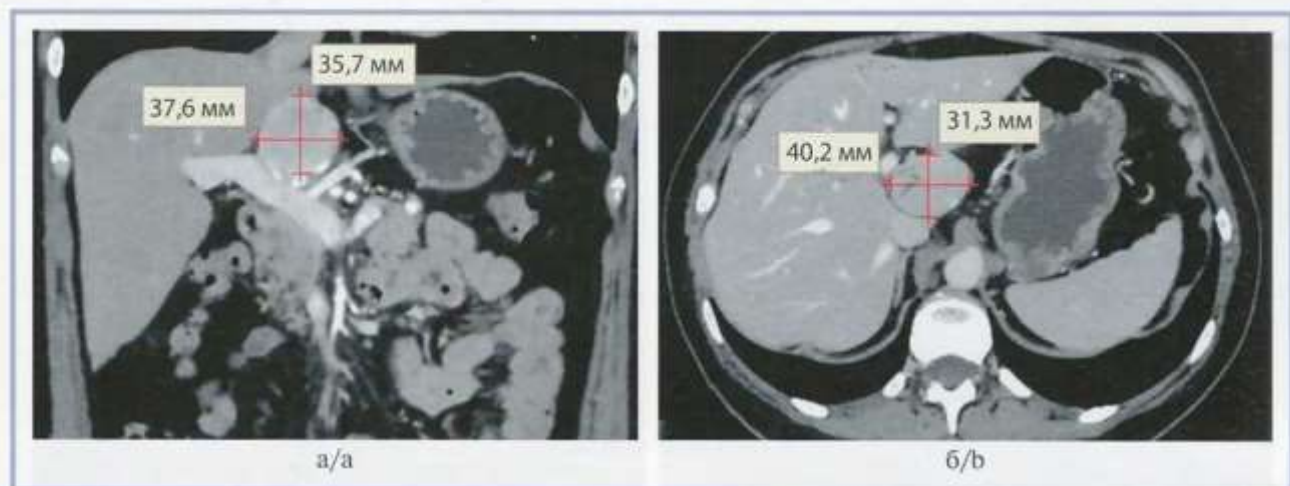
Компьютерные томограммы органов брюшной полости.
